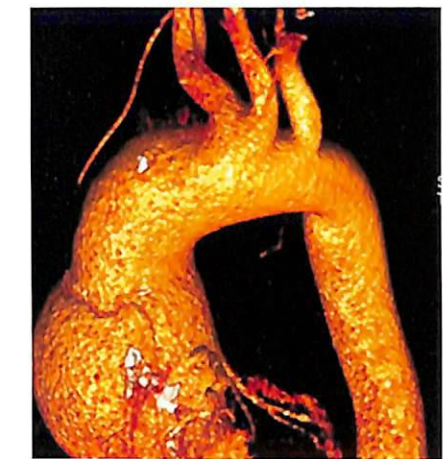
МСКТ больного Р. через 14 лет после операции. Диаметр ФК АК составил 34 мм, на уровне синусов Вальсальвы – 80 мм, на уровне ствола легочной артерии – 64 мм
